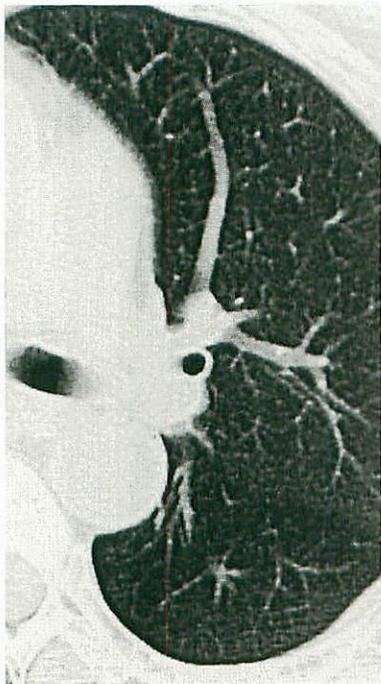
CT 左下葉上区の肺野吸収値低下 (67歳, 女性)
